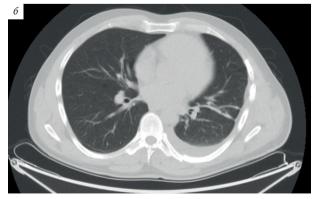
КТ грудной клетки на 7-е сутки после операции: a - 3D-реконструкция; 6 -скан
